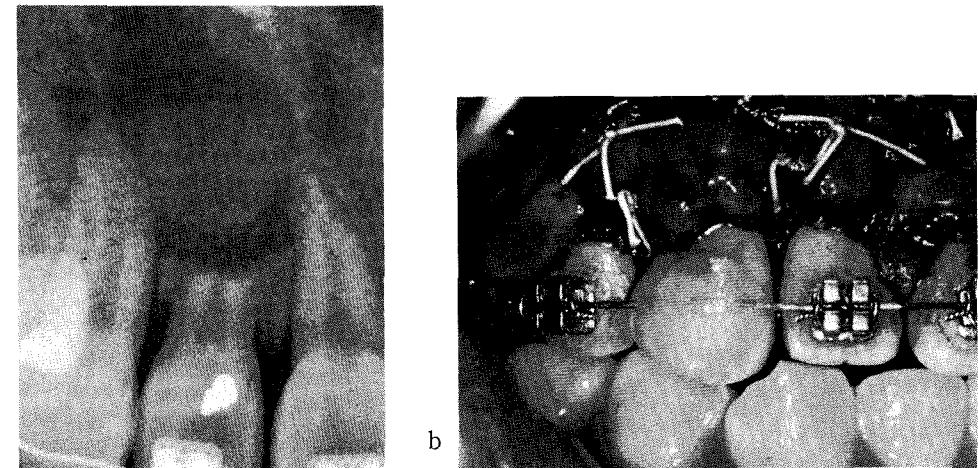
a. Postoperative intraoral radiograph.
